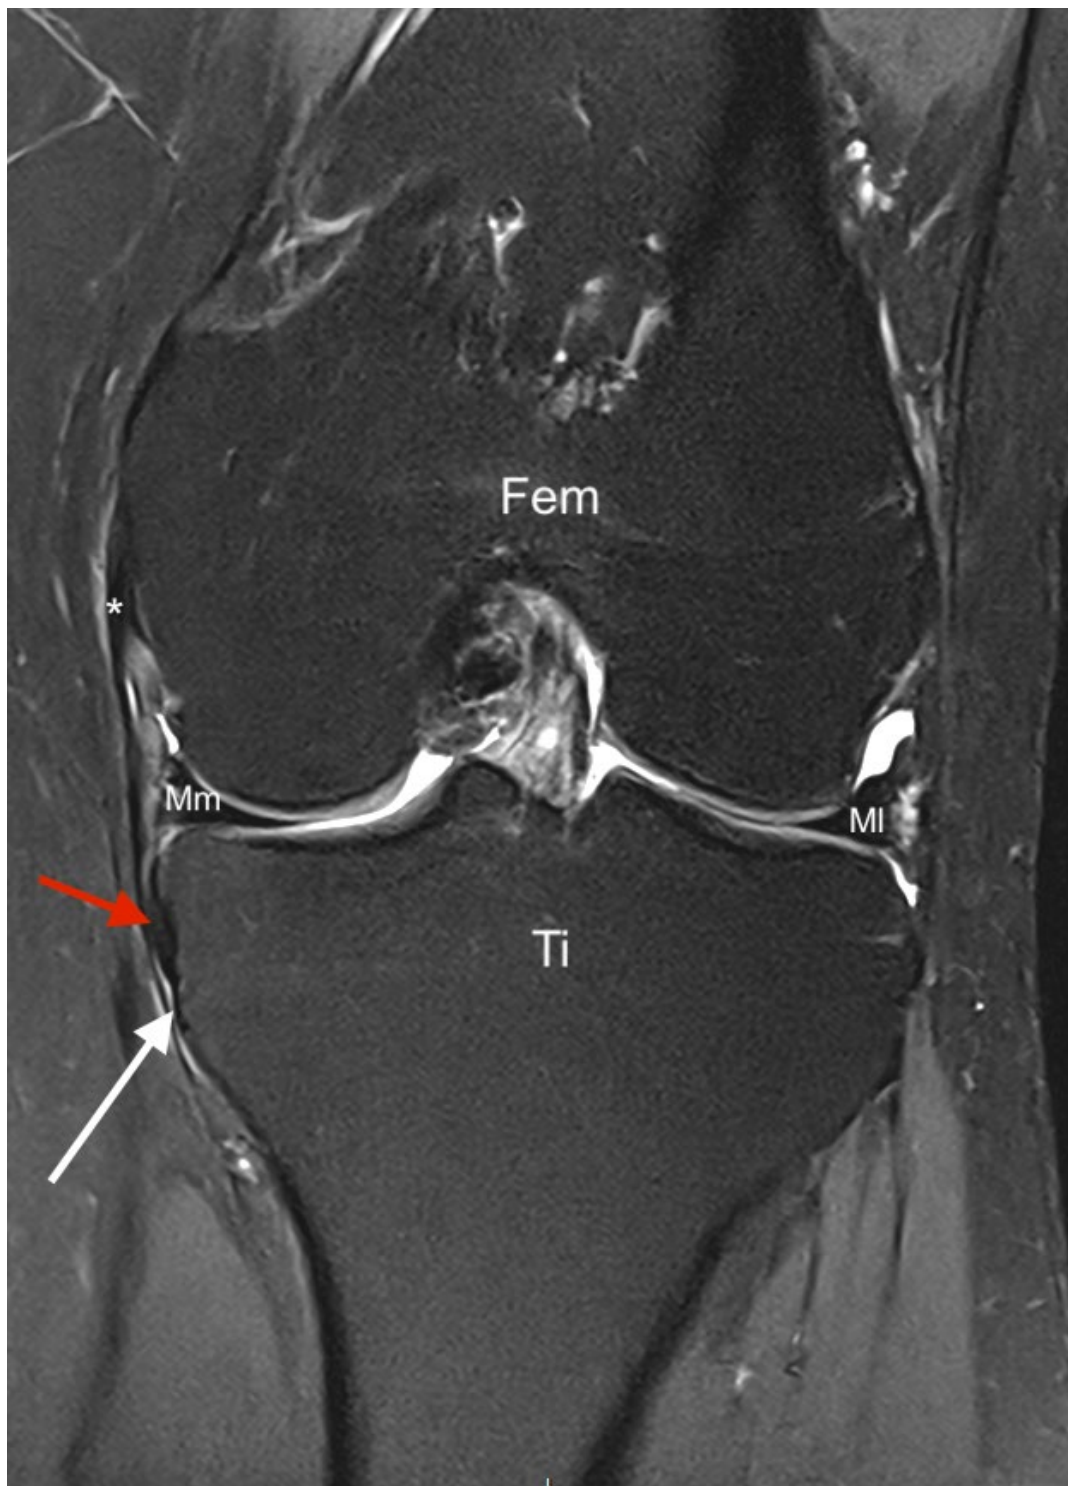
Acquisition IRM dans le plan coronal et en pondération DP Fat-Sat passant par le ligament collatéral médial (LCM ; astérisque). Pointé par la flèche blanche en profondeur de ce dernier se trouve la division médiale du bras inférieur du SMT, adjacente à l'insertion distale du LCM. Pointé par la flèche rouge se trouve le bras antérieur du SMT. Fem : Fémur. Ti : Tibia. Mm : Ménisque médial. MI : Ménisque latéral.
